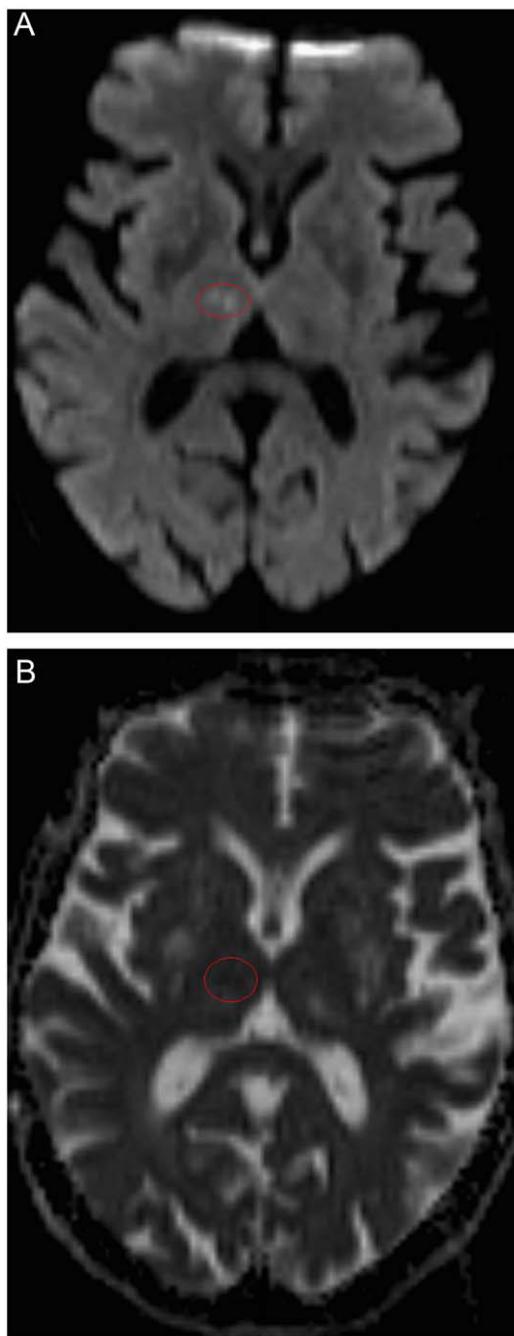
A: imagen de resonancia magnética en plano axial potenciada en difusión (b 1000) junto con su correspondiente mapa ADC. B: en el tálamo derecho hay dos focos puntiformes de hiperintensidad de señal en la imagen potenciada en difusión e hipointensidad en la imagen ADC correspondientes a infartos agudos-subagudos (en el tálamo izquierdo se identifica una lesión de comportamiento inverso en relación con infarto crónico). Dichos focos no eran visibles en las secuencias potenciadas en T2 convencional o T2 con atenuación líquida (FLAIR).
